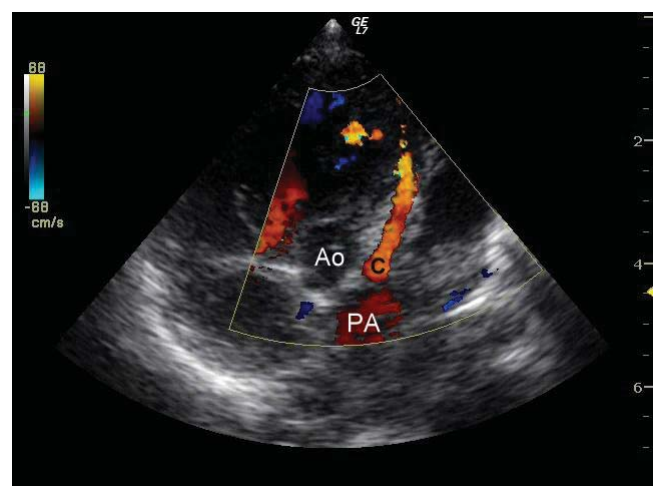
Ecocardiografie transtoracică incidentă parasternal ax scurt: origine anormală a arterei coronare stângi. Ao: aortă, P: pulmonară, C: artera coronară.
